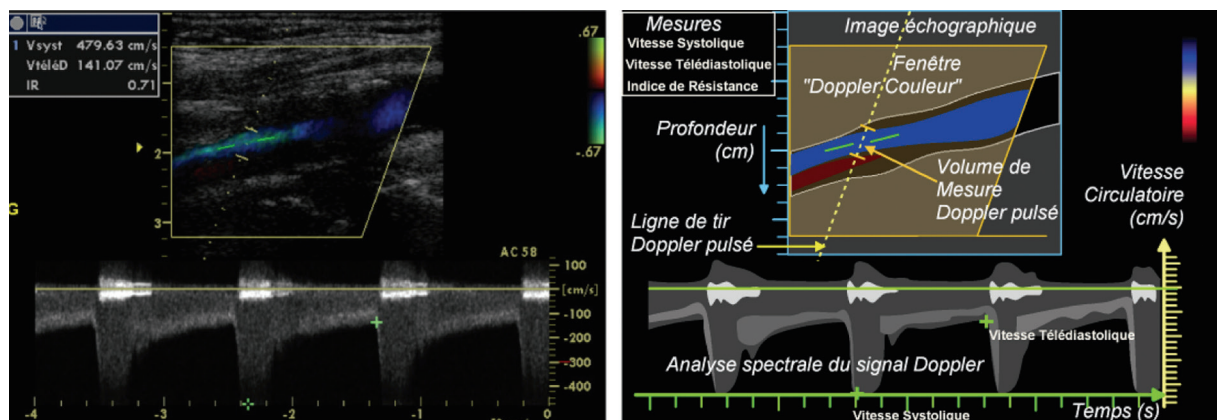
Le mode « triplex ». Il permet d'afficher sur l'écran l'image échographique en échelle de gris, la cartographie des flux en couleur, ainsi que l'analyse spectrale du signal recueilli par le Doppler à émission pulsée dans le volume de mesure.
